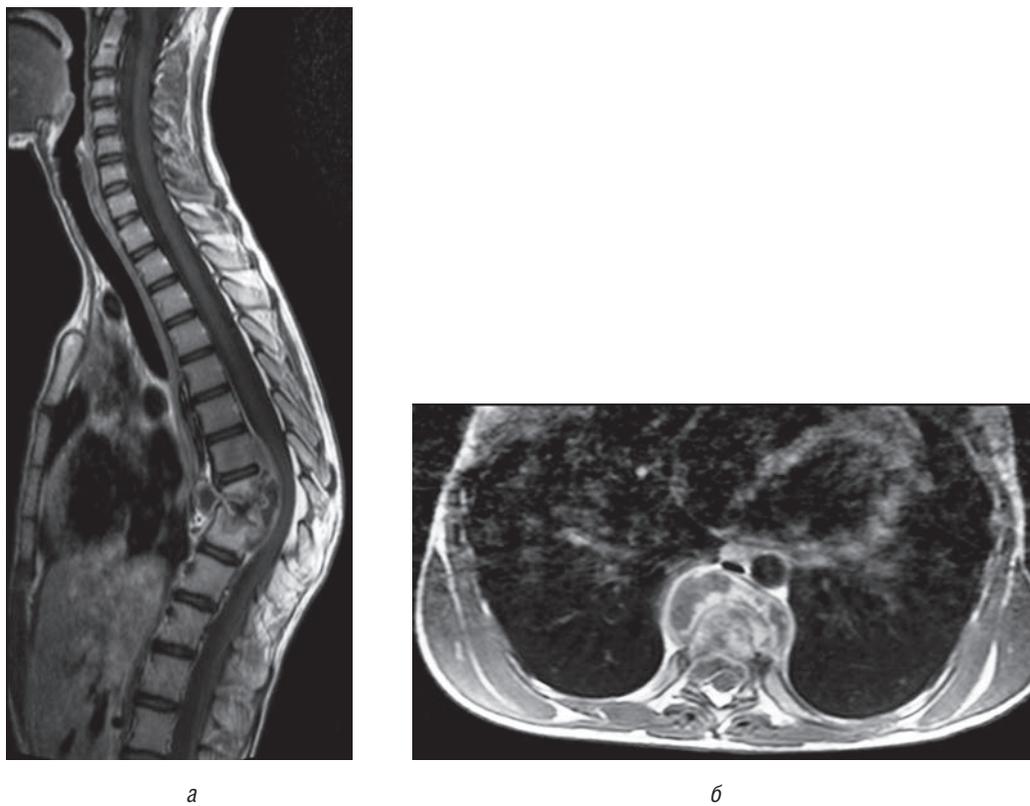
Магнитно-резонансная томограмма грудного отдела позвоночника пациентки Г., 12 лет (а, б)
